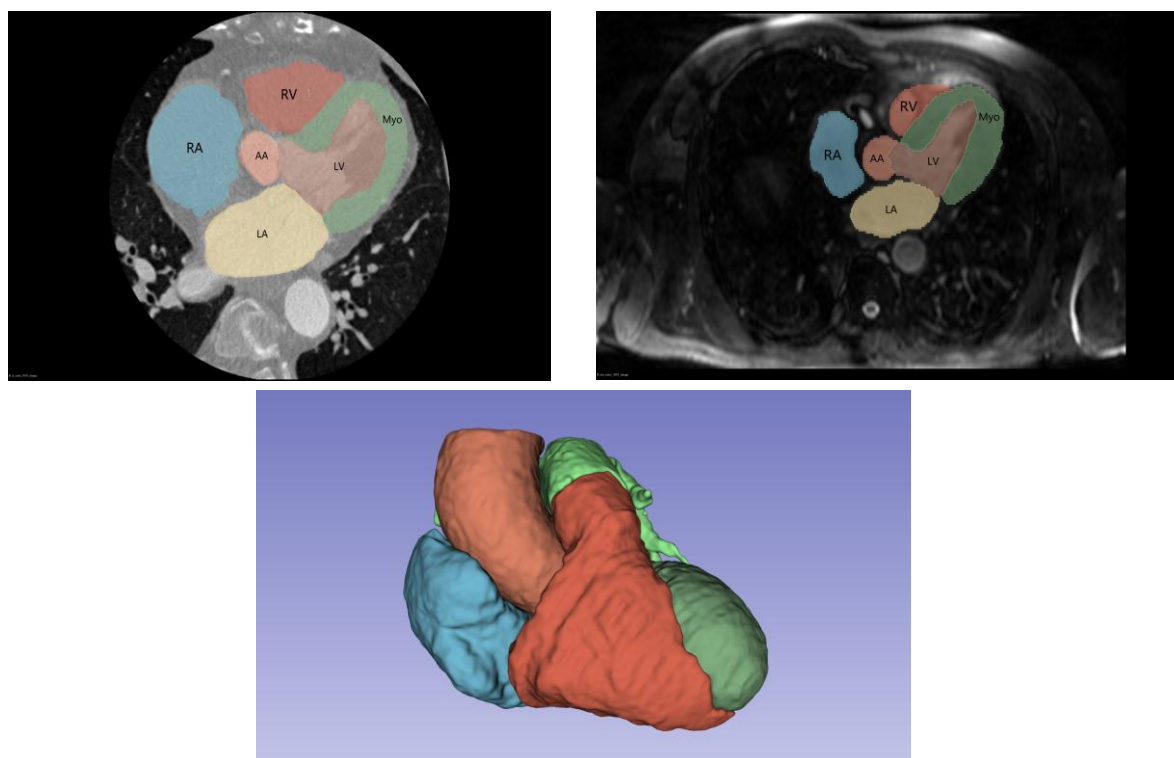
带像素级标注心脏 CT 图像（左上）、带像素级标注 MRI 图像（右上）、心脏 3D 模型（下）
